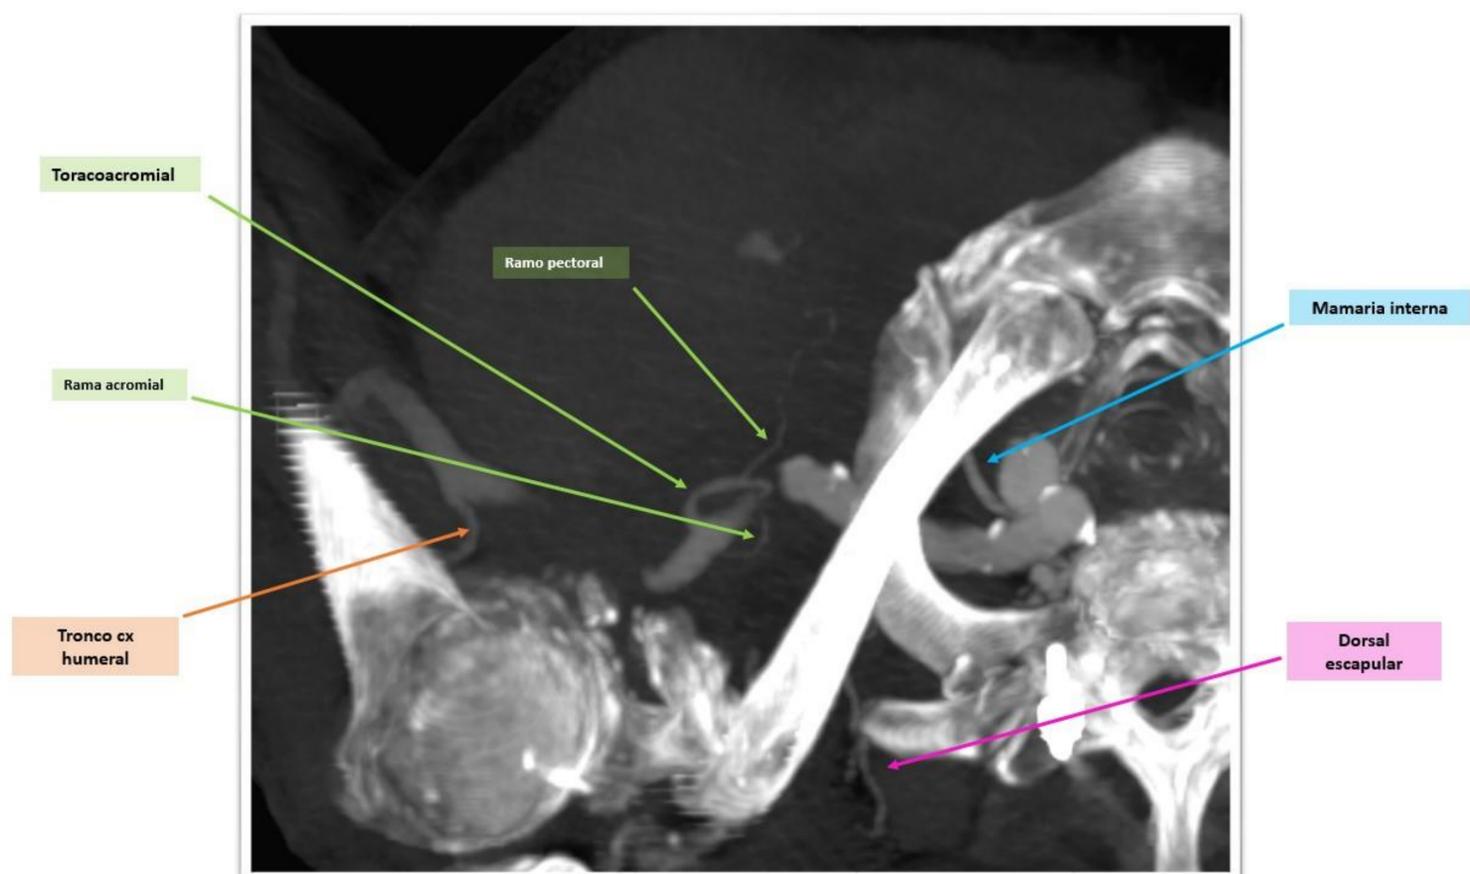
Reconstrucción MIP axial del TC del paciente en la Figura 9.
